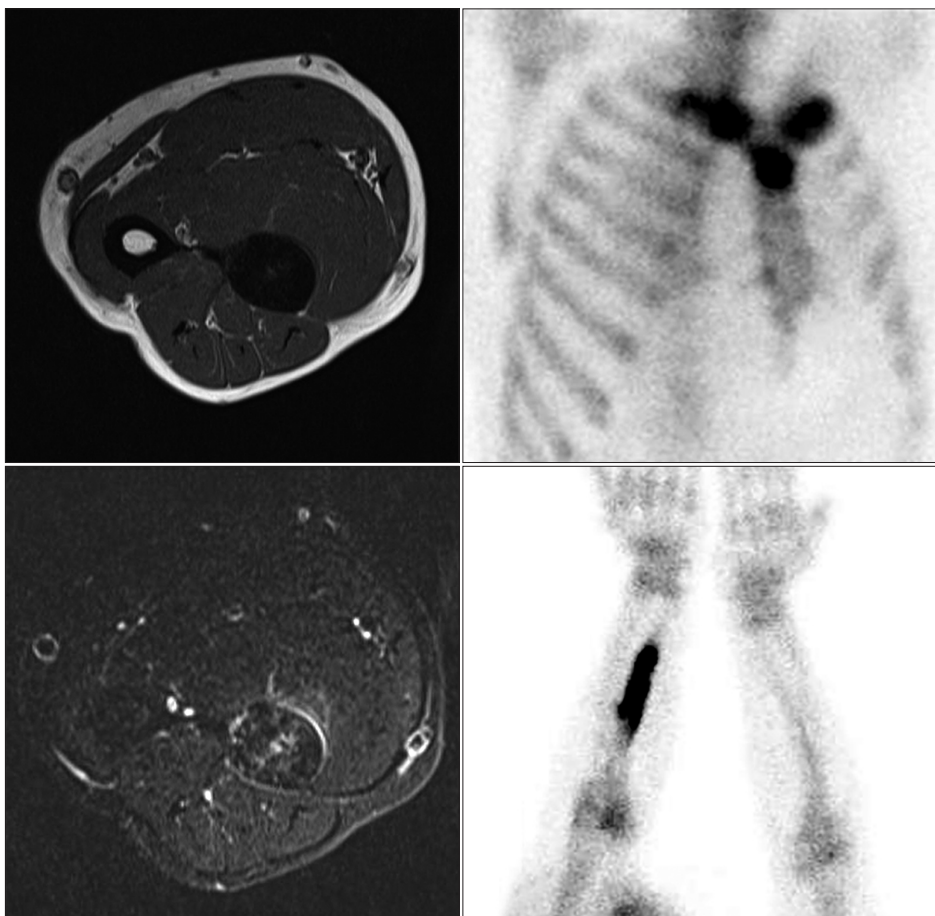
Axial T1- and fat-suppressed T2-weighted show diffuse cortical thickening and intramedullary sclerosis of mid-shaft of the right ulna without cortical nidus, bone marrow edema, periosteal reaction, lytic soft tissue lesion, or multiplicity. Technetium 99m-methyl diphosphonate bone scan shows intense uptake in bilateral sternoclavicular joints (bull's head sign) and right ulna.
